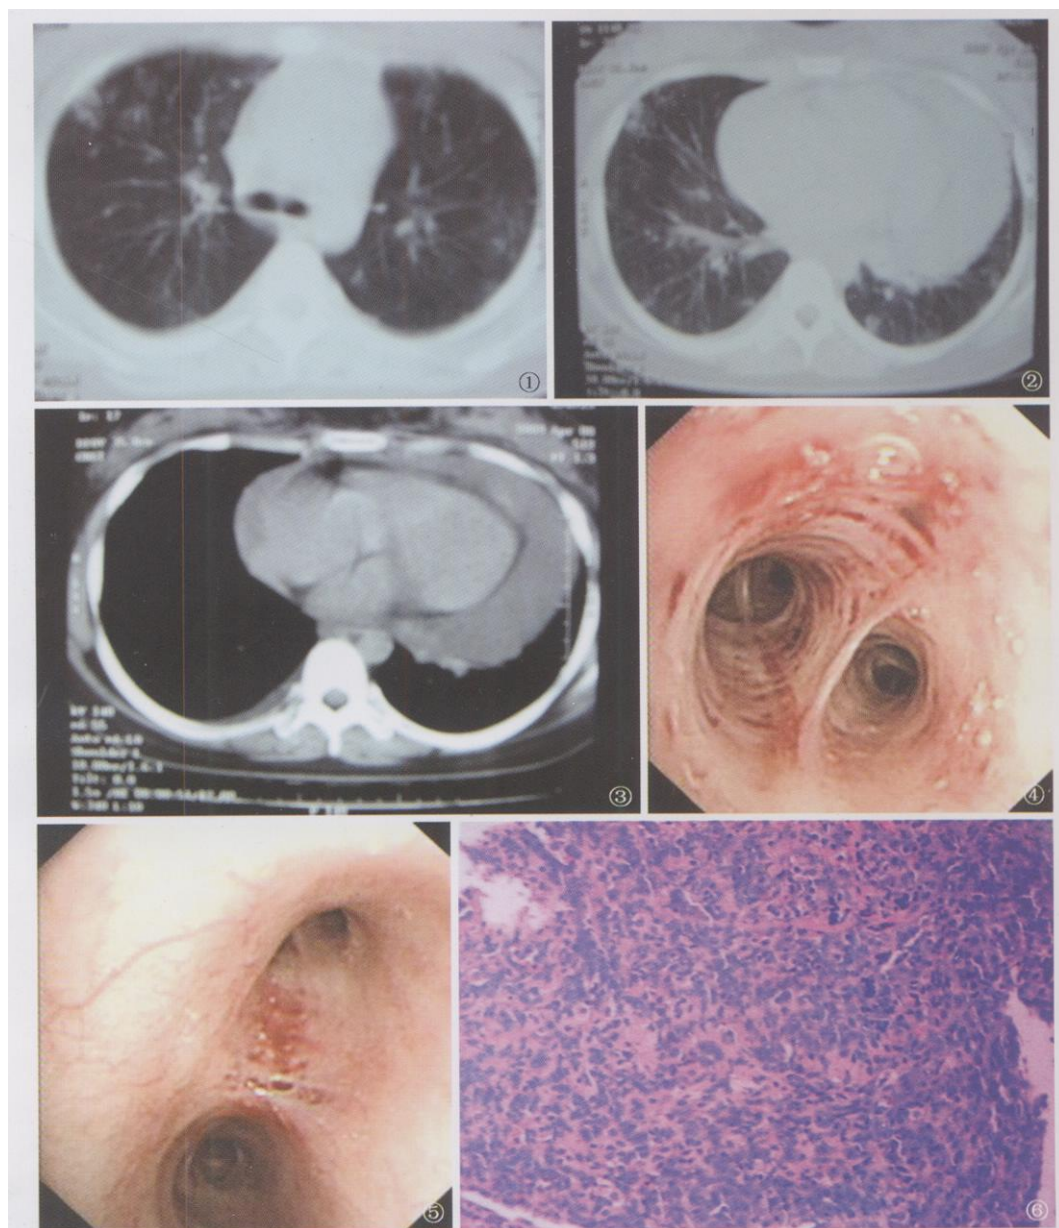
~ 3 胸部 CT 显示双肺散在边界模糊斑片影和多发结节影, 肺野中外带较多。气管支气管影正常, 纵隔内未见肿大淋巴结, 大血管未见异常。心影向两侧扩大呈烧瓶样, 心包内可见到液体密度影, 右侧胸腔少量积液。图 4~ 5 支气管黏膜可见散在出血点和出血斑。图 6 肿瘤分化差, 呈多灶状实性片状分布; 瘤细胞有明显异型性, 可见核分裂像。
